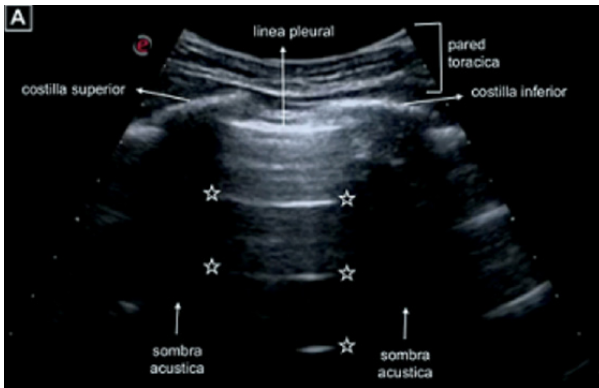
Ecografía pulmonar normal. Se evidencia signo de murciélago: costillas superior e inferior y sus sombras acústicas generadas por la ausencia del paso del ultrasonido por debajo de las costillas; 0,5 cm por debajo de las imágenes costales una línea hiperecoica representa la pleura parietal y visceral. Estrellas: líneas A.
